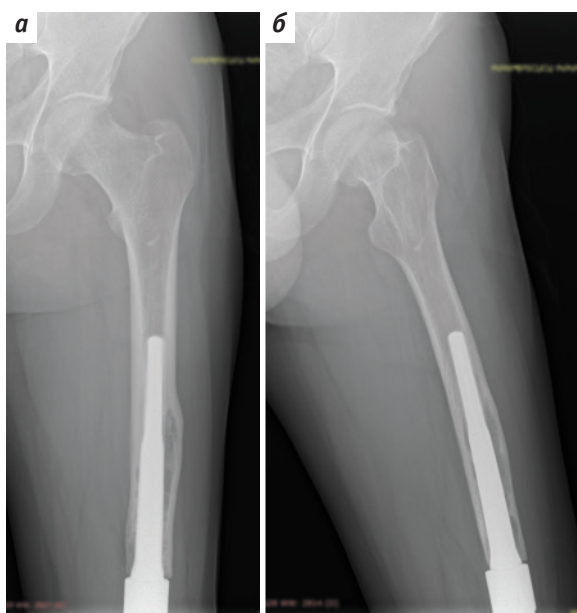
Рентгенография левого коленного сустава через 12 мес после повторного эндопротезирования: а – прямая проекция; б – боковая проекция
